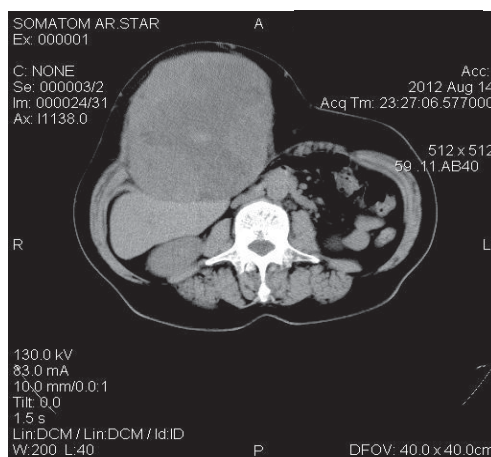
CT a pacientei. Scanarea la nivelul abdomenului demonstrează extinderea tumorii până la coloana vertebrală și deplasarea intestinelor spre posterior-inferior
